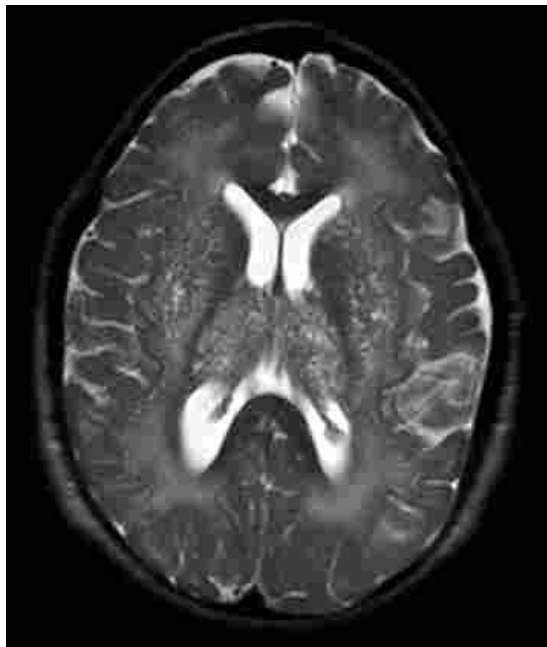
Imagem de RM em Axial T2WI mostrando lesão de substância branca e dilatação de espaços perivasculares em um paciente com Mucopolissacaridose VI (23 anos).
